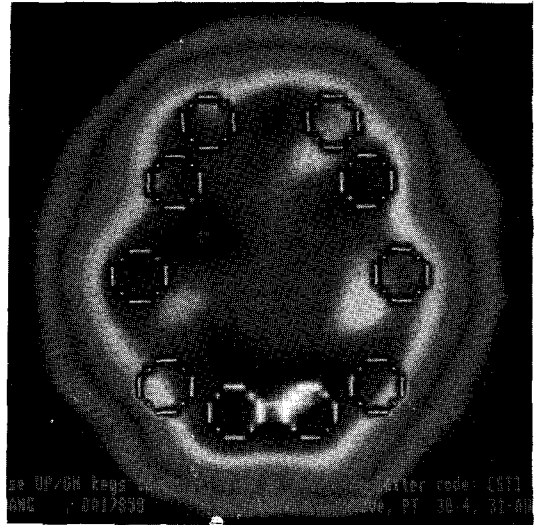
SPECT showing perfusion defect at left temporal cortex on mid ventricular plane.
